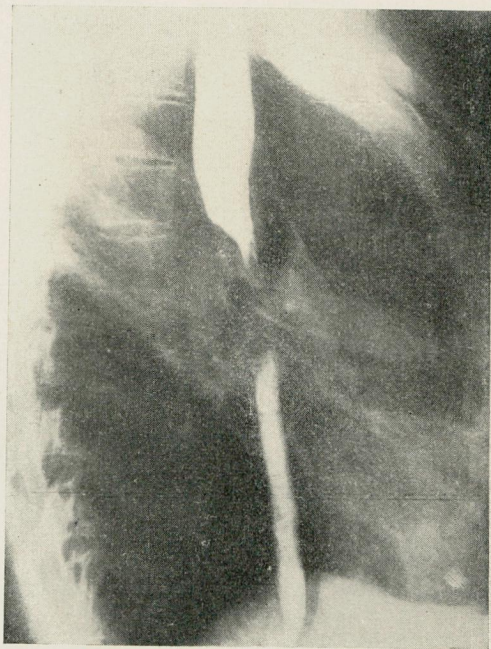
Radiografia do trânsito esofágico com contraste, mostrando acentuada compressão extrínseca, produzida por enfartamento ganglionar em doente com linfoma (Reg. C. P. 558).
